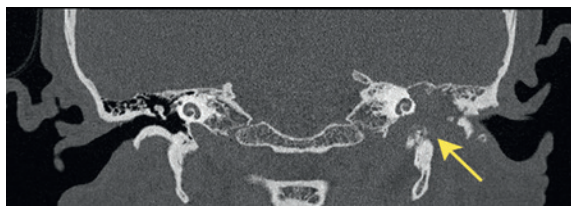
(Б). КТ левой височной кости, в коронарной проекции
